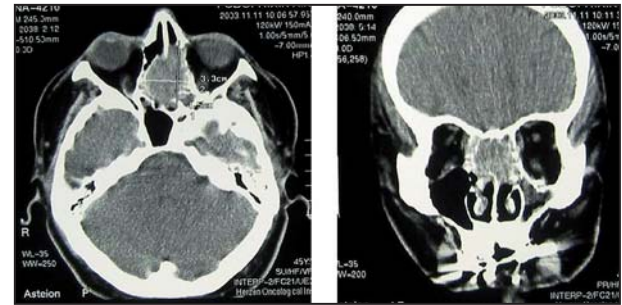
КТ-картина опухолевого поражения решетчатого лабиринта.
